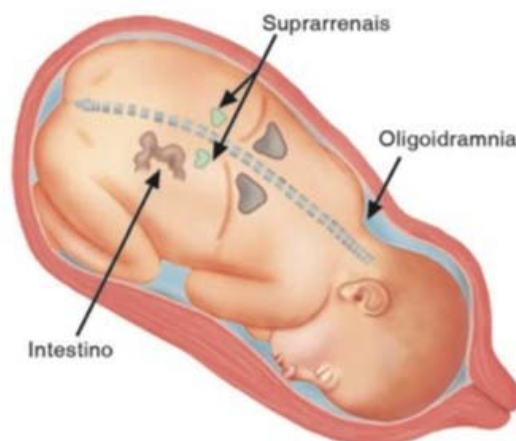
■ Agenesia renal bilateral. Oligodramnia e hipoplasia pulmonar. Ao Doppler-colorido e ao power-Doppler, ausência das artérias renais.
